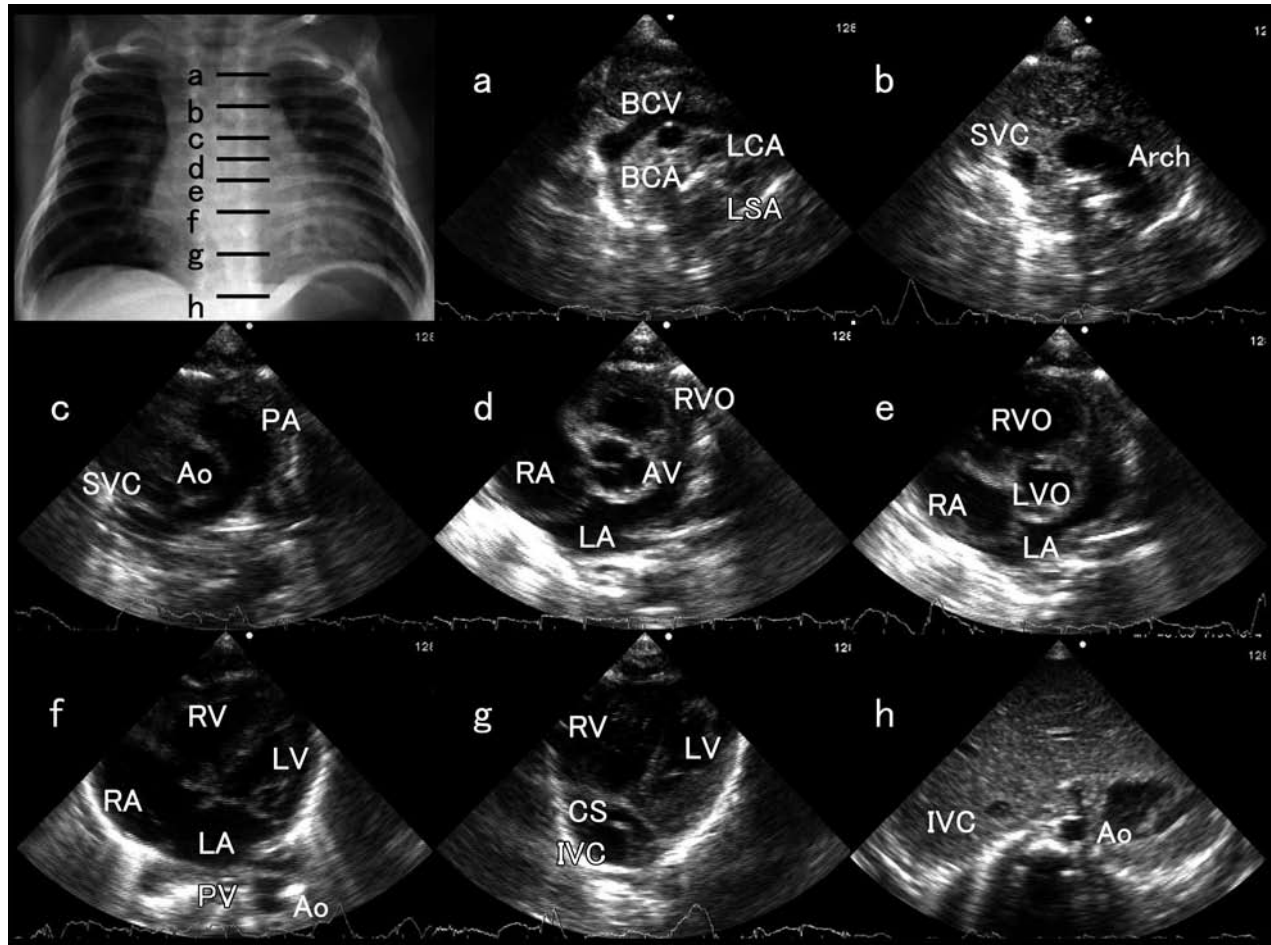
Horizontal views of two-dimensional echocardiogram in a neonate with ventricular septal defect.
